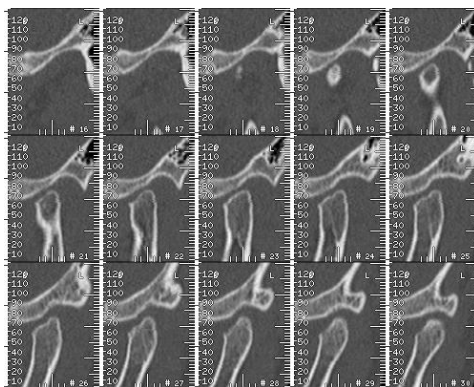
Cortes sagitais de tomografia computadorizada de um paciente com AIJ (Cortesia: Clínica Dr. Nelso Reis)
